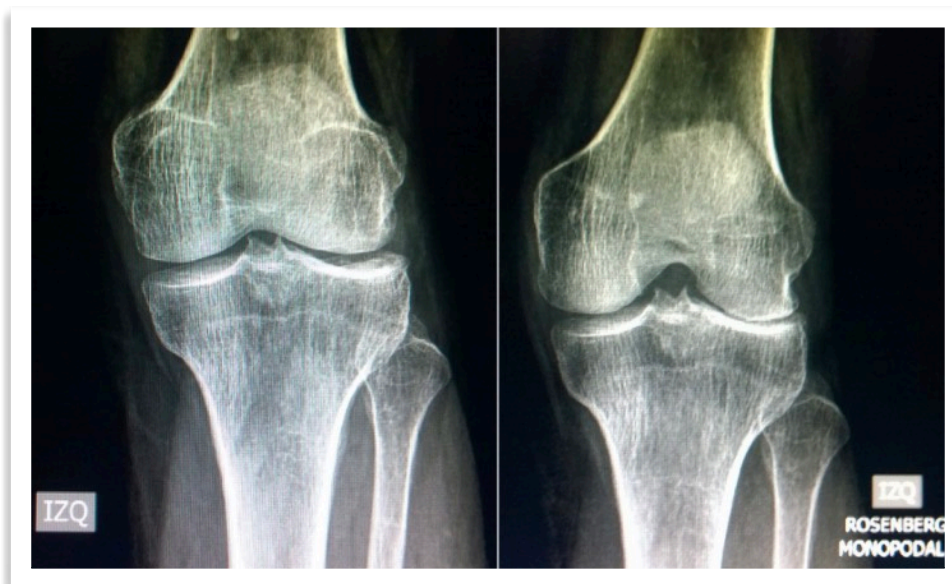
Radiografías de rodilla en un paciente con dolor lateral. A izquierda Rx. AP en extensión con carga, se aprecia espacio articular lateral. A derecha la misma rodilla, pero con flexión de 45 ° (Rosemberg), mostrando ausencia de espacio articular lateral.
